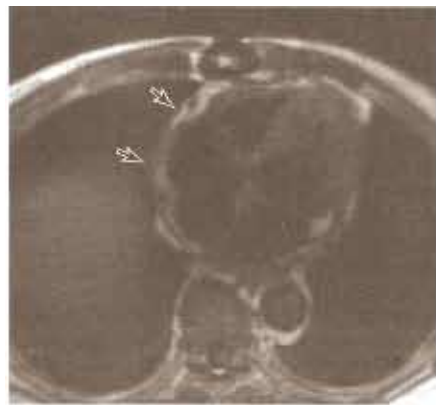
Imagen transversal del tórax por resonancia magnética para mostrar el engrosamiento pericárdico (flechas) en un paciente con pericarditis constrictiva. (Cortesía de C Higgins. Reproducido con autorización de Cheitlin MD, Sokolow M, McIlroy MB: *Clinical Cardiology*, 6th ed. Originalmente publicada por Appleton & Lange. Derechos reservados, 1993 por The McGraw-Hill Companies, Inc.)
